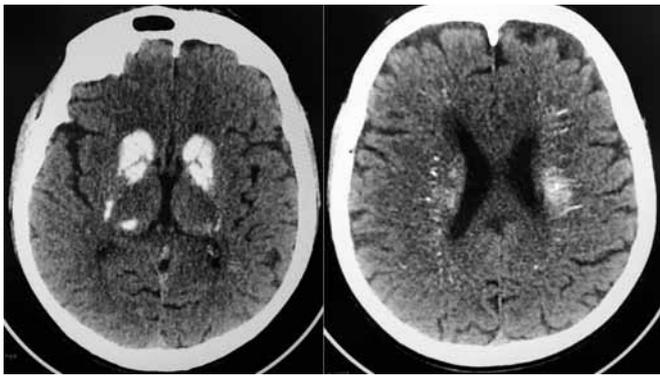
МСКТ головного мозга. Примечание: Синдром Фара – кальцификация базальных ганглиев (справа) и нервных волокон (слева).
